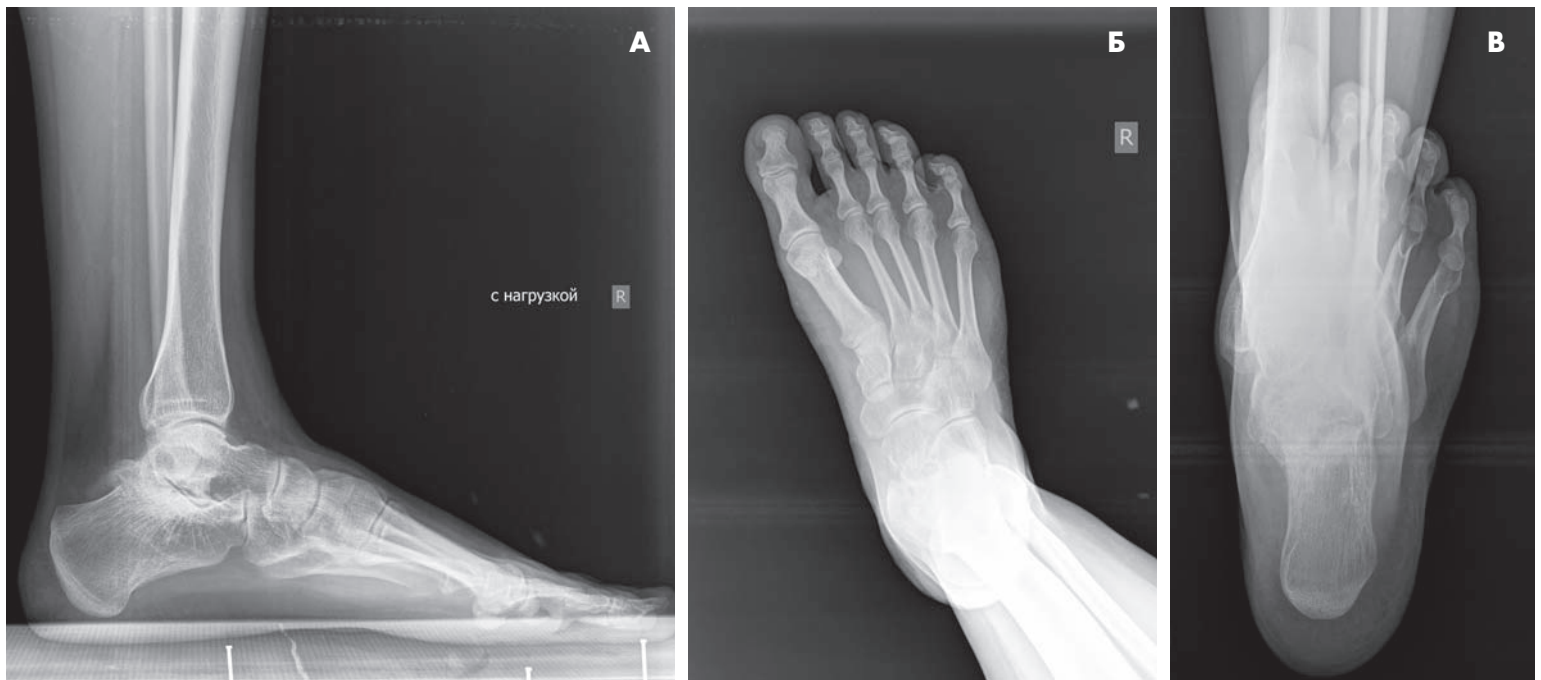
Рентгенография правой стопы с нагрузкой до операции: А — боковая проекция, Б — прямая проекция стопы, В — аксиальная проекция пяточной кости
